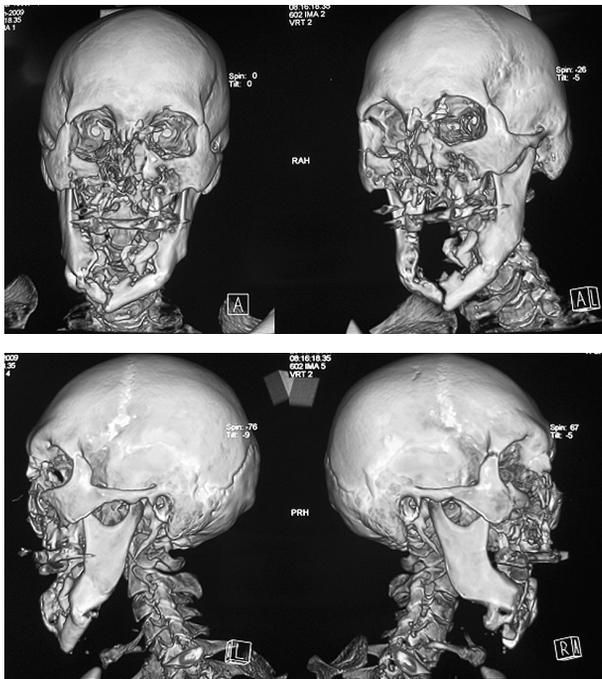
КТ головы больного В., 49 лет, после огнестрельного ранения лица: поражение костных структур лица в разных проекциях.
